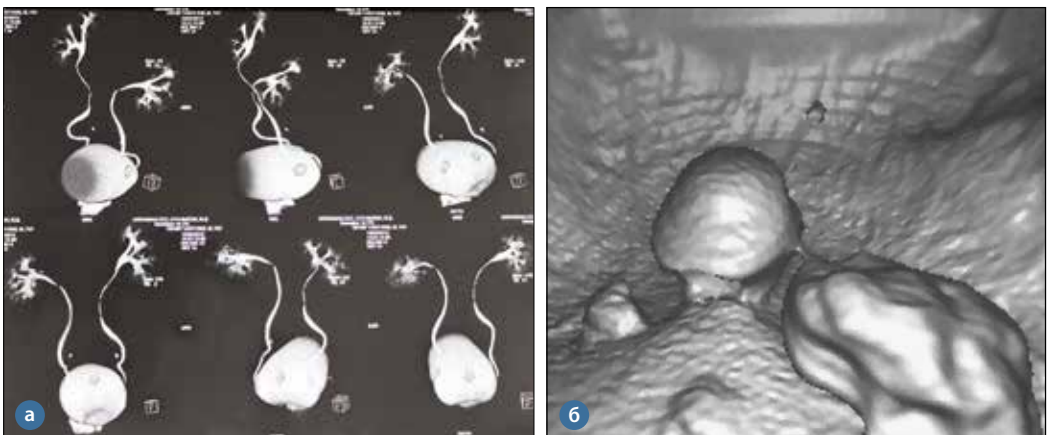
Візуалізація множинних пухлин сечового міхура: а) КТ-віртуальна урограма; б) Віртуальна цистоскопія
